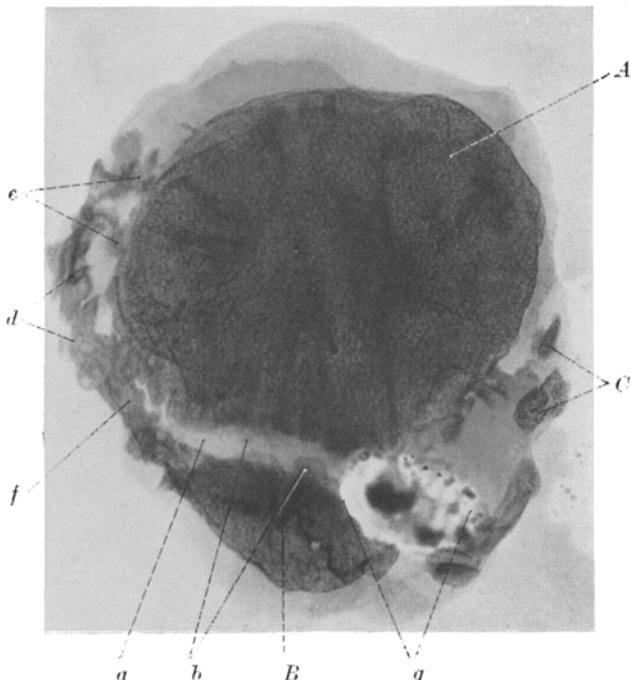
Röntgenbild der Patella in natürlicher Größe. Fall 2. Antero-posterior. A, B = die beiden Bruchstücke; a = der Bruchspalt zwischen beiden; b = knöcherner Callus in diesem; c = in der Gelenkkapsel isoliert liegende Knochenherde; d = solche untereinander verbunden und bei e mit dem Patellarand vereinigt, bei f eine knöcherne Vereinigung beider Bruchstücke herbeiführend; g = Plattenartefakt.
